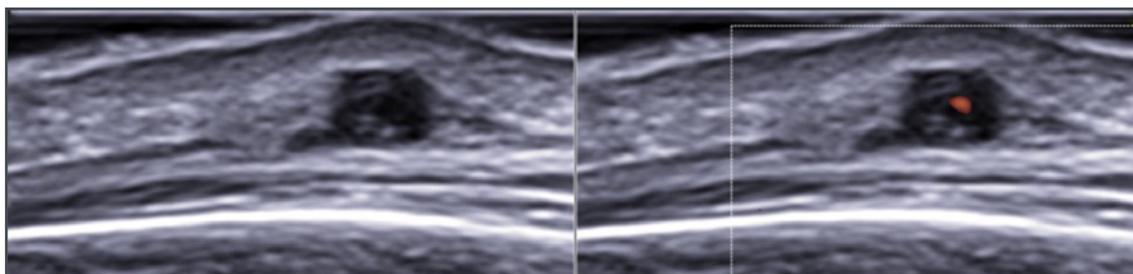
Vasculite dell'arteria temporale in scansione trasversale. Si apprezza l'ispessimento concentrico dell'arteria temporale (Halo Sign) in scala di grigi (a sinistra) e con segnale Doppler (a destra).
